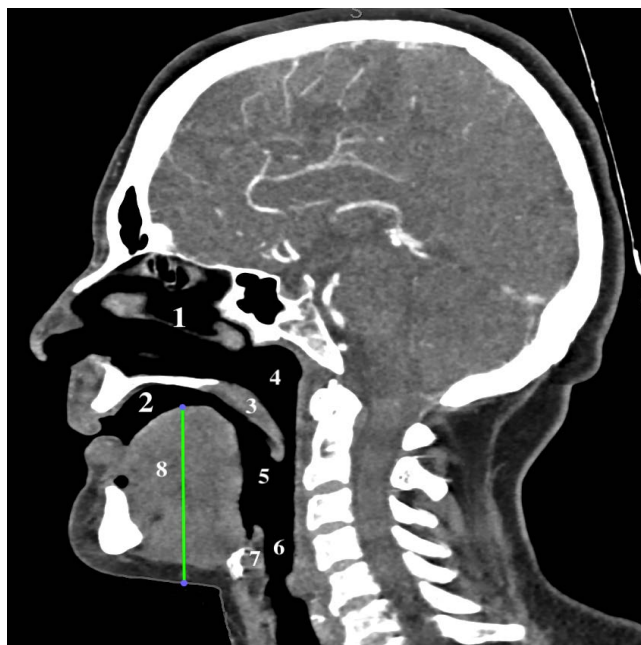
КТ ротогортаноглотки и трахеи в сагиттальной проекции: 1 – полость носа; 2 – полость рта; 3 – язычок; 4 – носоглотка; 5 – ротоглотка; 6 – гортаноглотка; 7 – надгортаник; 8 – язык; 9 – зеленая линия – «толщина языка»
